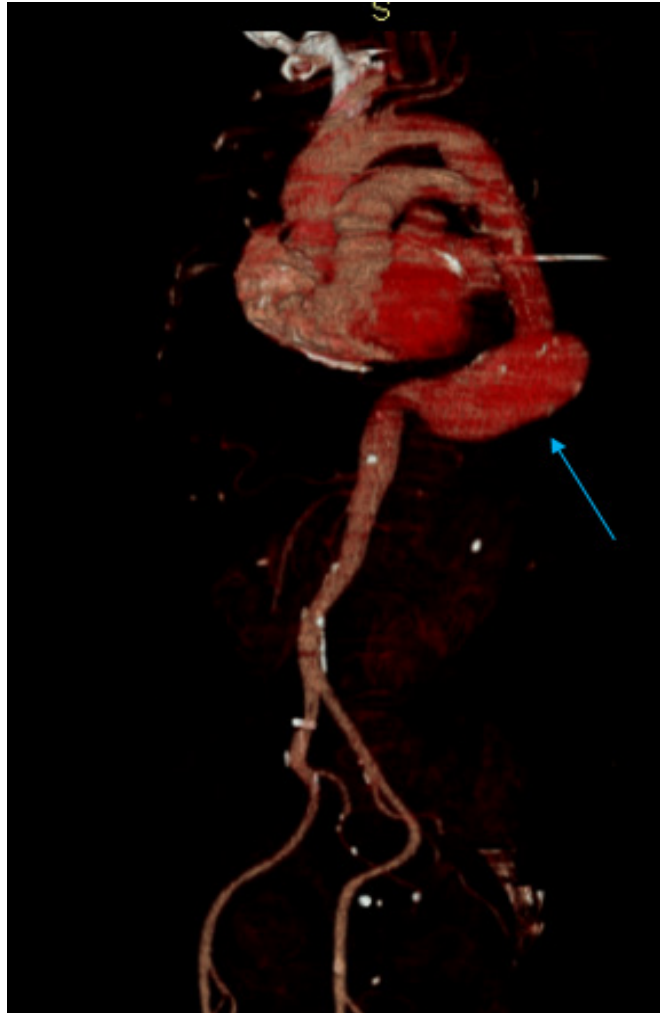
CT scan showed an aneurysm, starting from the proximal abdominal aorta and extending pre- celiac trunk
